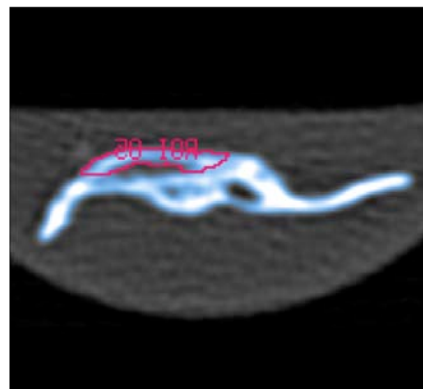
links: μ CT, rechts: MSCT: 2D, coronar, farbkodierte Dichtedarstellung neuer, wenig dichter Knochen dunkelblau, dichter Knochen hell; rh-BMP-Gruppe mit ektope Ossifikation; Zunahme der TMD im zeitlichen Verlauf
